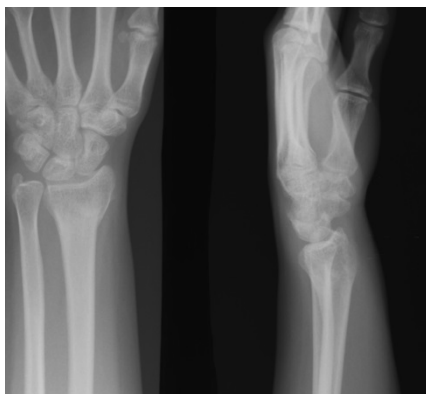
Рентгенограмма пациентки К.
